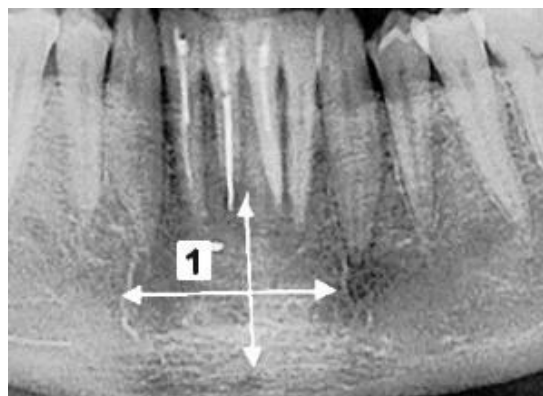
Інтраоральні рентгенограмми нижньої щелепи хворого з періоститом верхньої щелепи.
